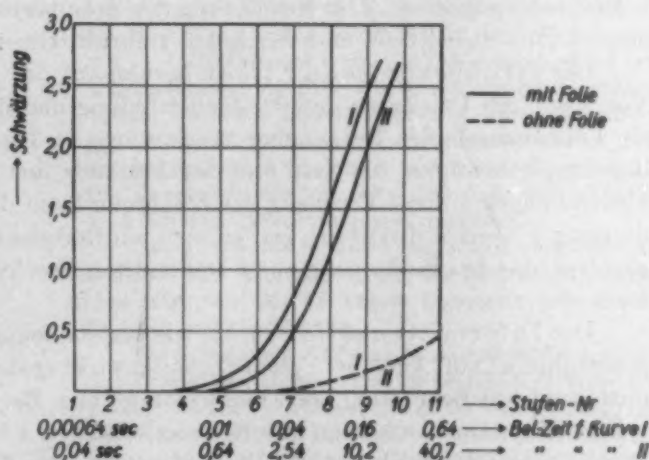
Schwarzschildeffekt am Scheinerrad bei Ausschaltung des stroboskopischen Effektes und des Intermittenzeffektes. Grätzsche Schaltung; W Br-Strahlung; 70 kV_s; 0,5 mm Al; 4 mA; 4 Umdrehungen pro Belichtung. Agfa-Röntgenspezialfilm; Agfa-Kombinationsfolien; Agfa-Röntgen-Rapidentwickler, 18° C, 5 min.
